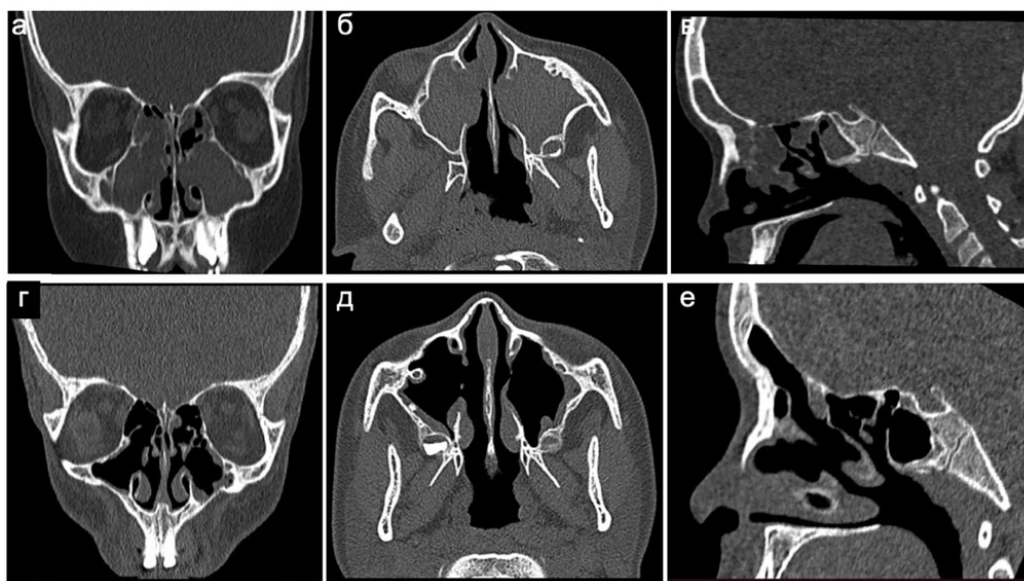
МСКТ ОНП пациента с МВ 11 лет (генотип F508del/CFTRdele 2,3) до (а-в, 20 баллов по LMS) и через 10 месяцев после старта (г-е, 3 балла по LMS) терапии препаратом ELX/TEZ/IVA. Проекции: а,г – коронарная; б,д – аксиальная; в,е – сагиттальная.
